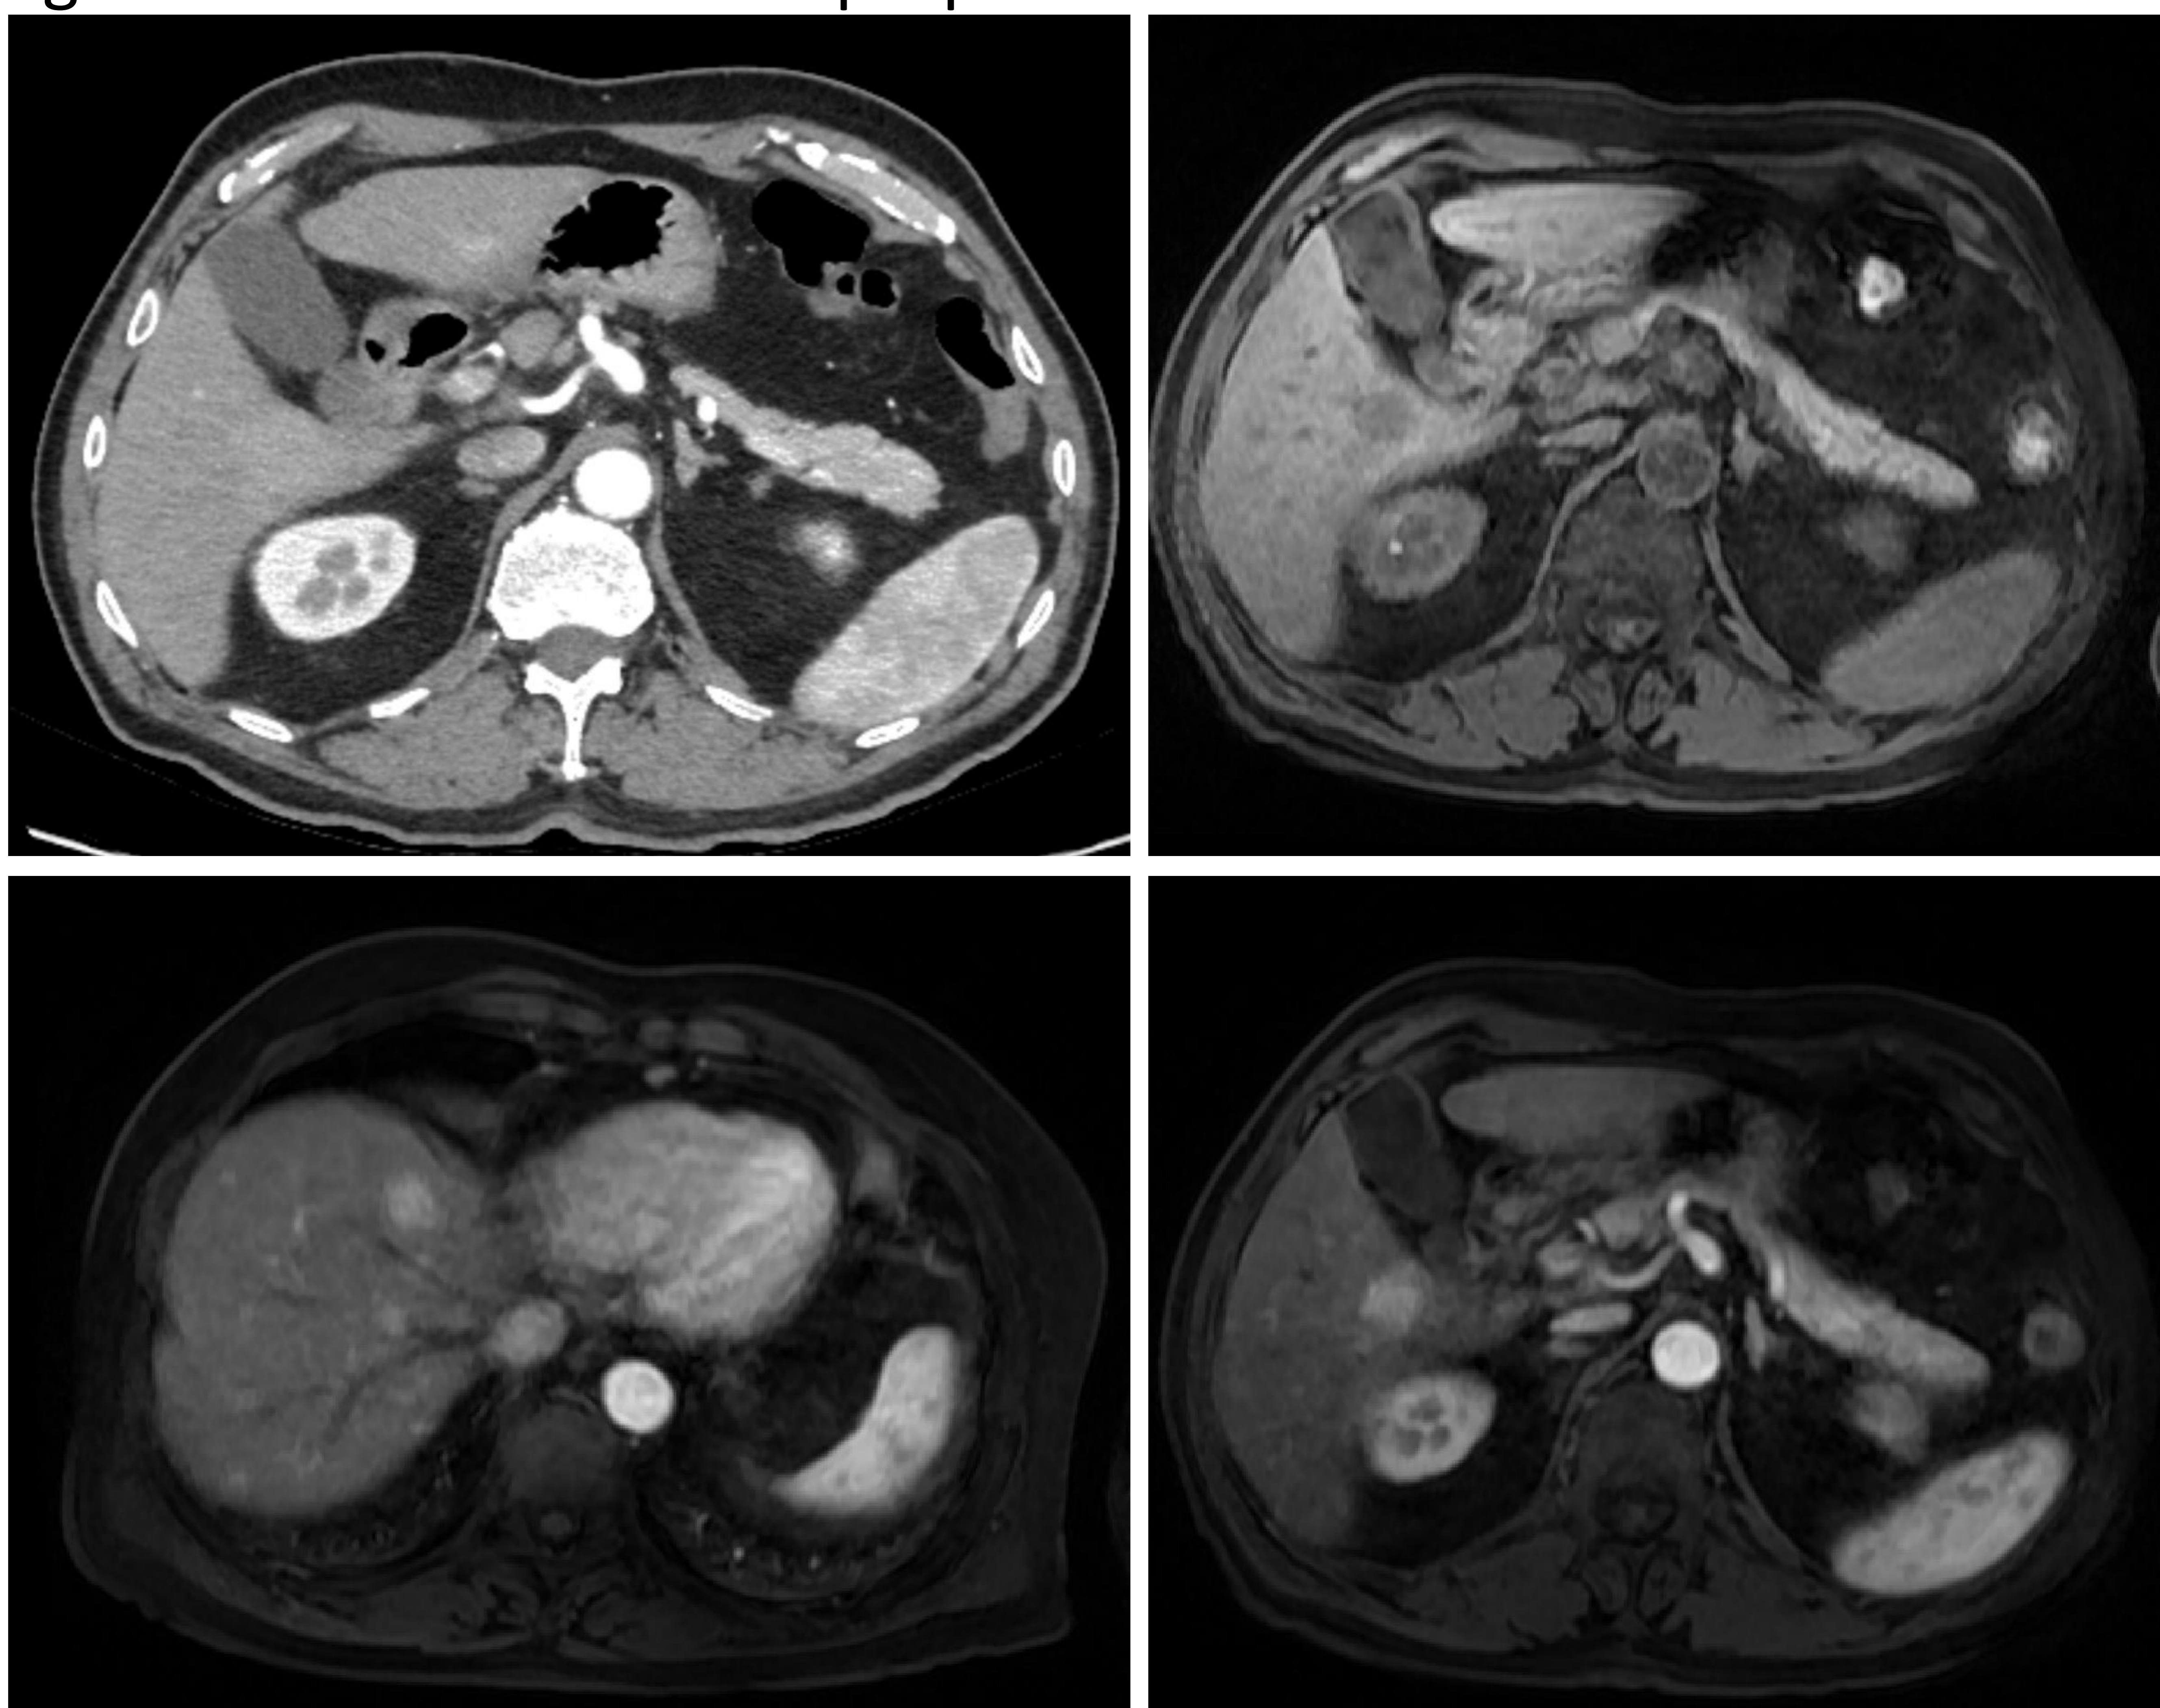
TC en fase arterial y RM hepática sin y tras administración de contraste intravenoso en fase arterial. Se demuestran múltiples lesiones hepáticas hiperdensas en fase arterial y discretamente hipodensas en fase portal, con diagnóstico histológico de linfoma no Hodgkin de células B (linfoma folicular.)
